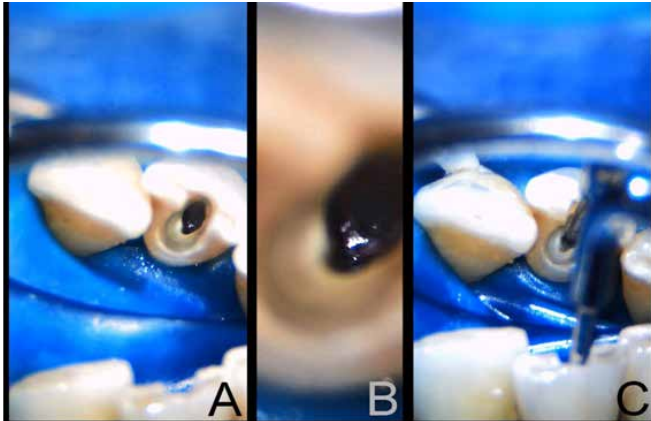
A) nuevo acceso y visualización del FI a 10x. B) identificación del FI a 25x. C) inserto de ultrasonido en acción.
